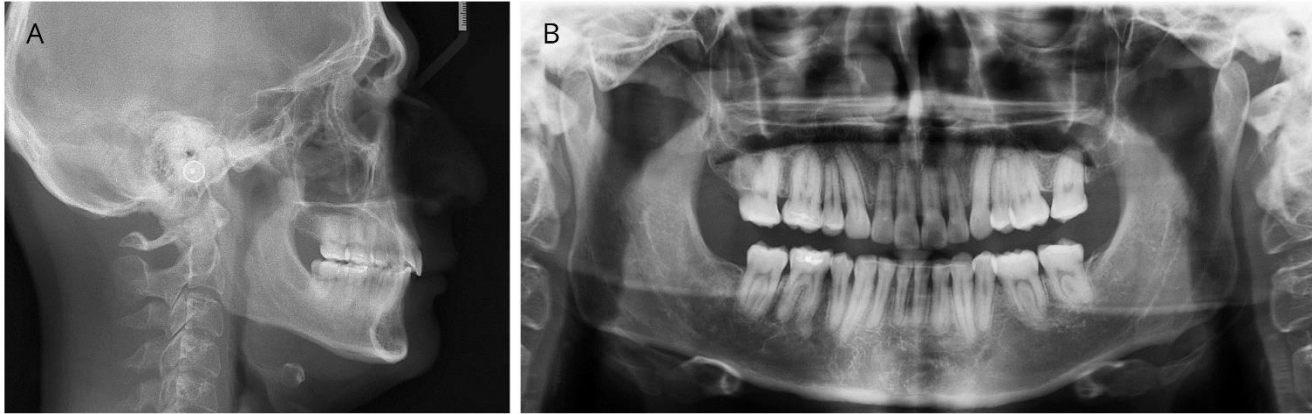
Radiografías postratamiento.
